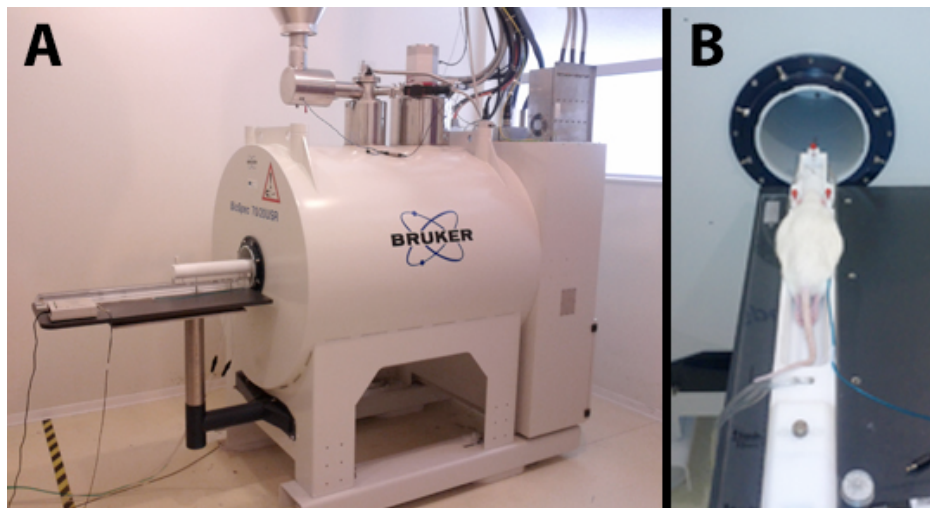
Micro-IRM 7 Tesla. A : vue d'ensemble. B : lit et tunnel de chargement.
